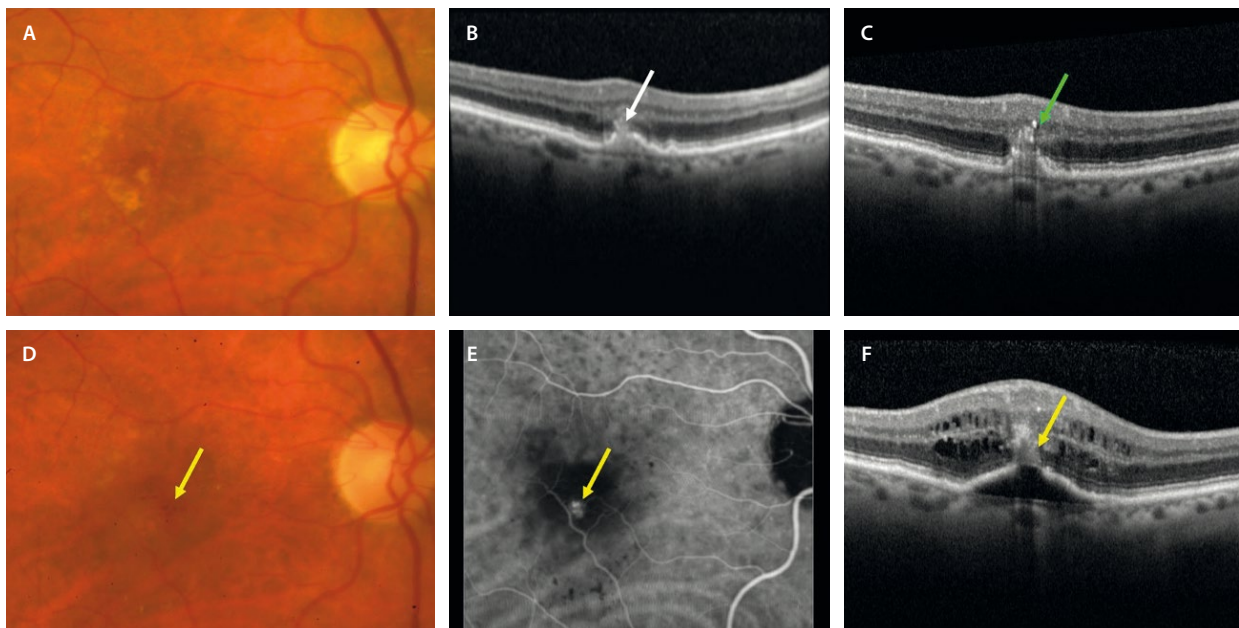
A) Retinografía a color que muestra drusas blandas en el polo posterior. B) Desprendimiento del epitelio pigmentario de la retina drusenoidal o drusa blanda grande con tejido hiperreflectivo que nace en la capa nuclear interna-capla plexiforme externa (flecha blanca) y que contacta con el techo de la drusa/desprendimiento del epitelio pigmentario de la retina donde existe disrupción del epitelio pigmentario. C) Tomografía de coherencia óptica 11 meses después con más puntos hiperreflectivos que pasan la membrana limitante externa (flecha verde). Corresponde a un estadio precursor o forma naciente de una membrana neovascular de tipo 3. D y F) Mismo caso 14 meses después. D) Retinografía a color donde se observa una hemorragia (centinela) (flecha amarilla). E) La angiografía con verde de indocianina demuestra un punto caliente hipercianescente (angioma, flecha amarilla) en el centro del desprendimiento del epitelio pigmentario de la retina hipercianescente. F) La tomografía de coherencia óptica muestra el tejido hiperreflectivo que ha contactado con el epitelio pigmentario de la retina y ha producido un desprendimiento seroso de este (estadio 2 de una membrana neovascular de tipo 3) con un aumento del fluido intrarretiniano asociado.
